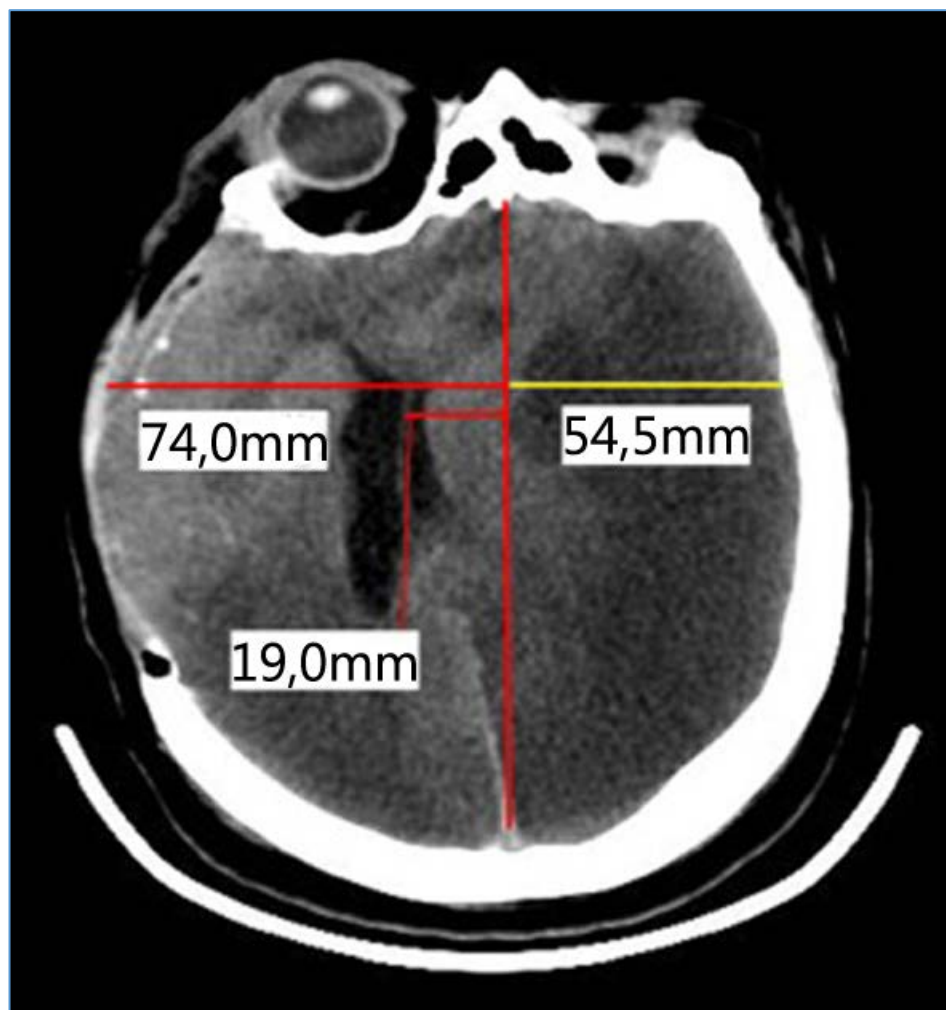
Неэффективная превентивная ДТЧ справа у больного с обширной ишемией в левом полушарии головного мозга. При КТ головного мозга на 3 сутки после клипирования аневризмы правой ВСА отмечается пролабирование мозга в ДТЧ справа на 19,6 мм и дислокация срединных структур вправо на 19 мм.
